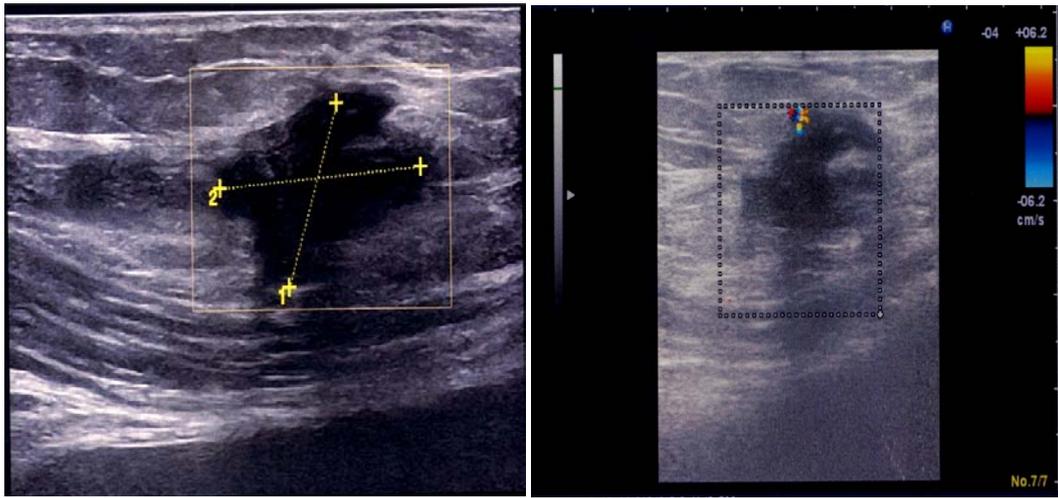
échographie +doppler de la paroi abdominale montrant le nodule endométriosique
